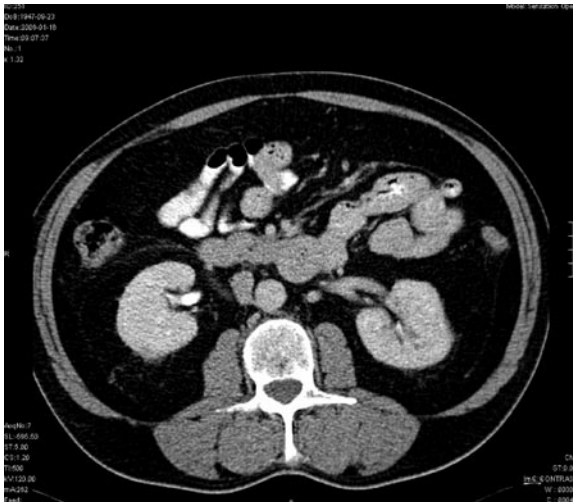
CT examination after 4 months reveals complete regression of the haematoma.
